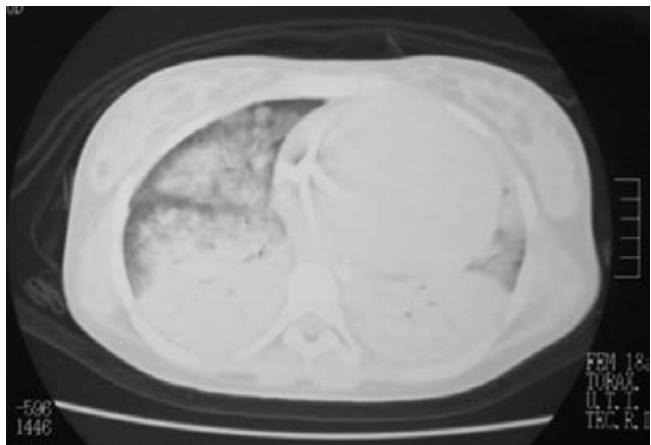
TAC de tórax durante el primer evento de hemorragia pulmonar en donde se observa infiltrado alveolar y colapso pulmonar.
